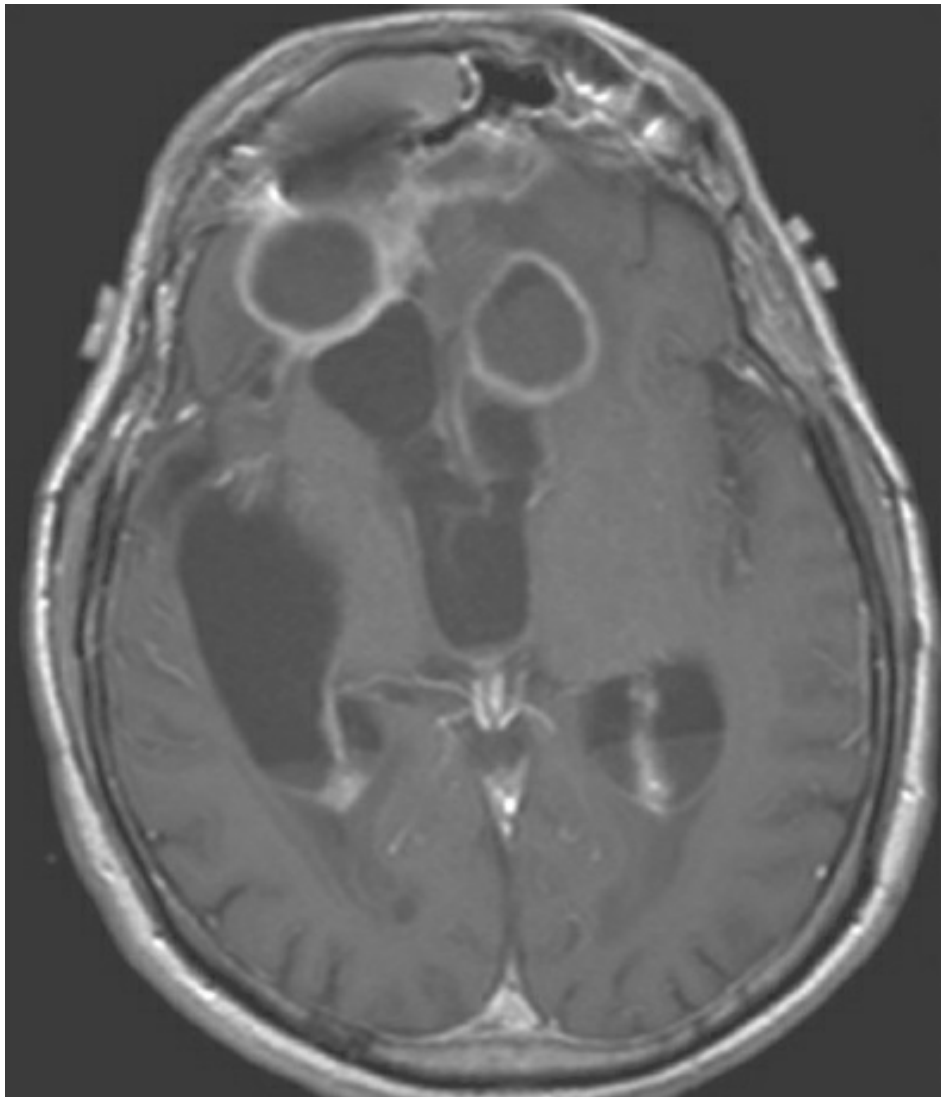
RMN axial con contraste, ponderada en T1.
